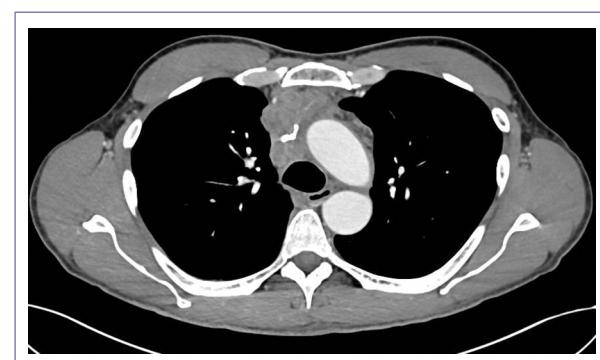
Tomografía computarizada simple y contrastada de tórax de junio del 2021. Corte axial donde se observa tumoración con densidad de tejidos blandos que envuelve el tronco braquiocefálico derecho, con oclusión subtotal.
